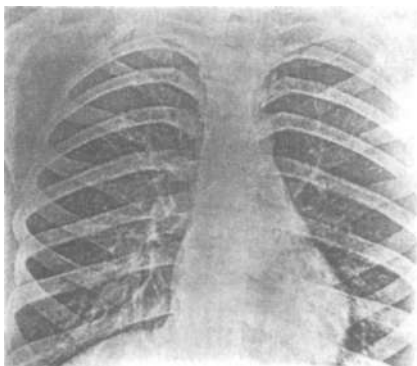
Обзорная электрорентгенограмма легких здорового человека. Легочный рисунок представлен крупными и среднего калибра кровеносными сосудами.
